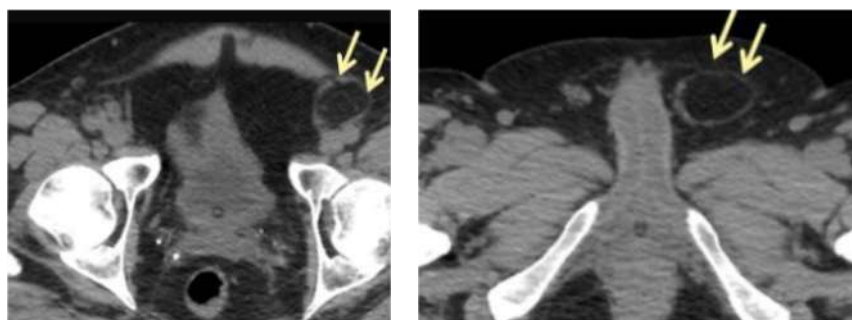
Imagen axial de TC: Flechas amarillas = lipoma en el cordón.
